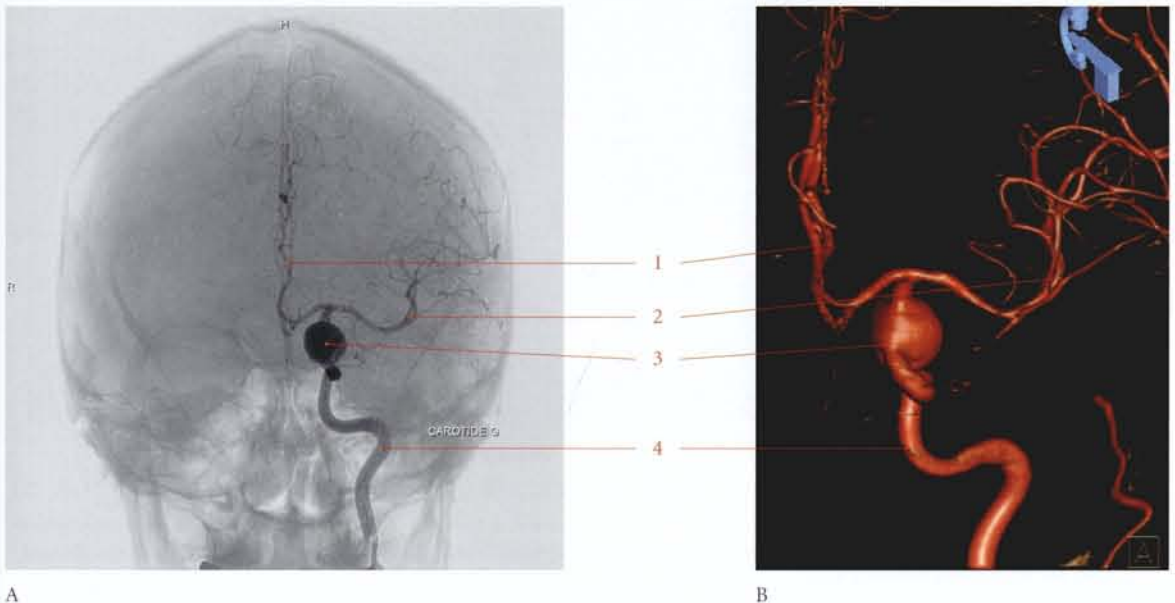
Angio-IRM encéphalique et clantage de l'artère carotide gauche (clichés Dr J. Drouineau)
